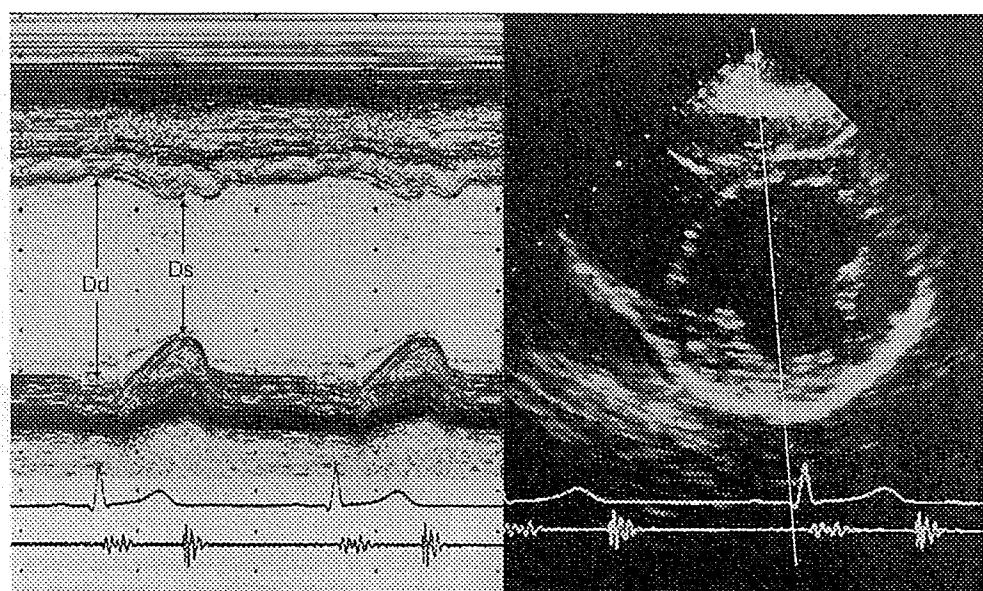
心エコー図（乳頭筋先端レベル左室短軸像と M モード像）
